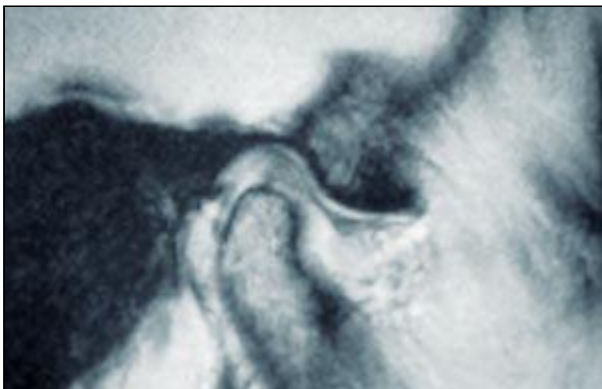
MRT-Aufnahme einer noch weitgehend intakten Diskusform
